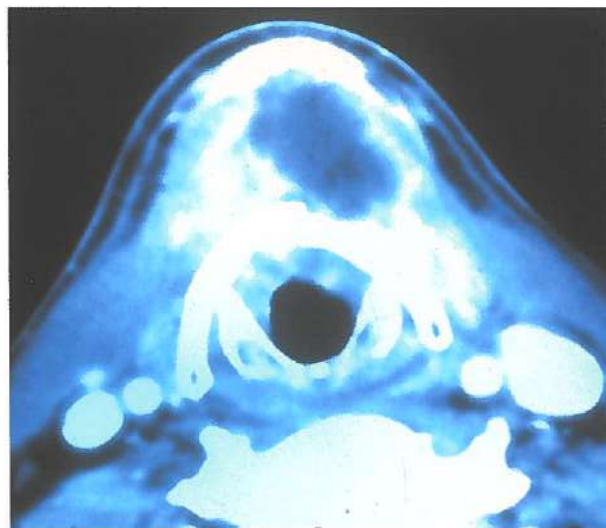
>> TAC axial donde se aprecia un absceso prelaríngeo en un paciente operado de resección láser 5 meses antes de un carcinoma de comisura anterior. Por fibroscopia se apreciaba una cicatriz, pero no se veía tumor.
